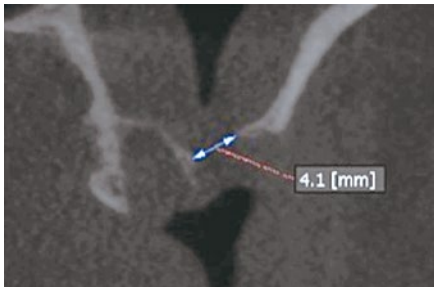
6|抜歯後2ヶ月のCTクロスセクショナル像。4mm程の骨欠損が認められる。
